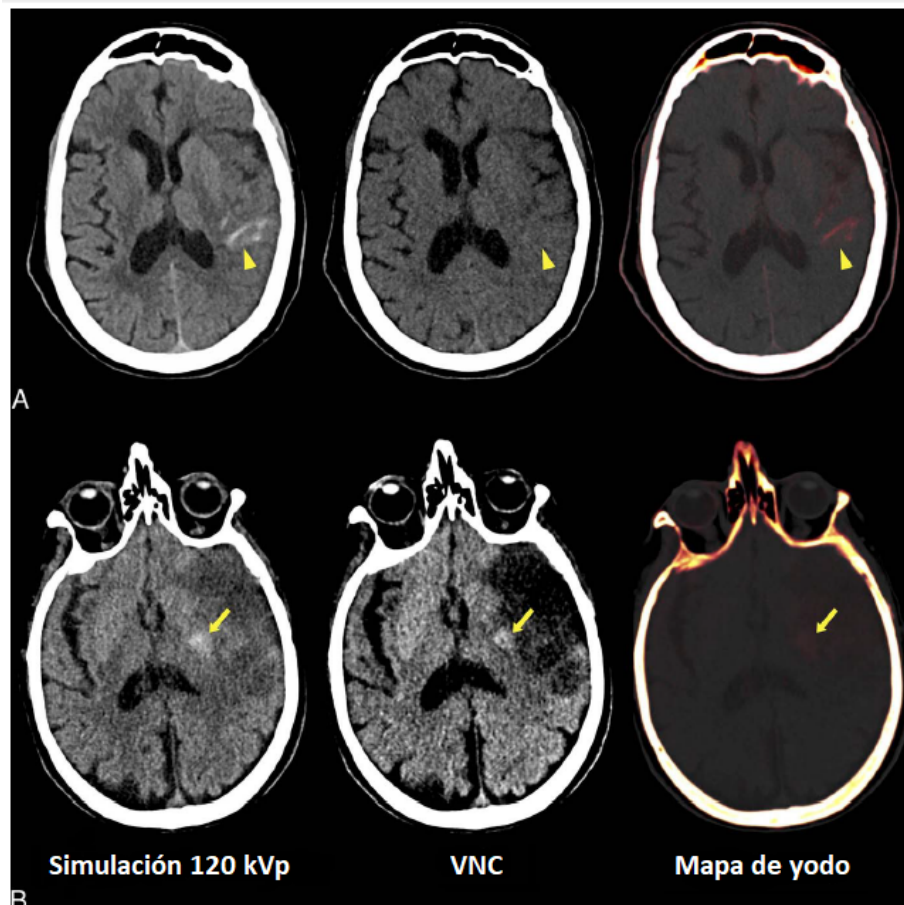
Diferenciación mediante las técnicas de DECT de una simple concentración de yodo en el paciente A y una pequeña hemorragia en el paciente B que podrían parecer similares con un TC convencional (primera columna). Ambos se han sometido previamente a una tromboectomía (extracción de un trombo que bloquea la circulación de la sangre)
